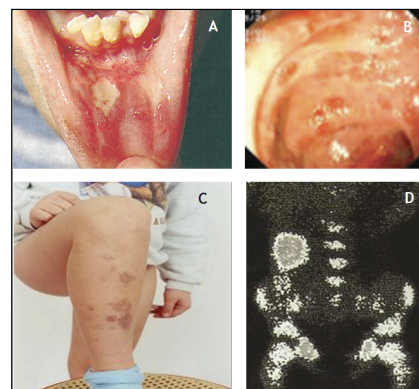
Malattia di Behçet: A, afte orali; B, coinvolgimento intestinale alla colonscopia; C, coinvolgimento cutaneo; D, coinvolgimento intestinale alla scintigrafia.
